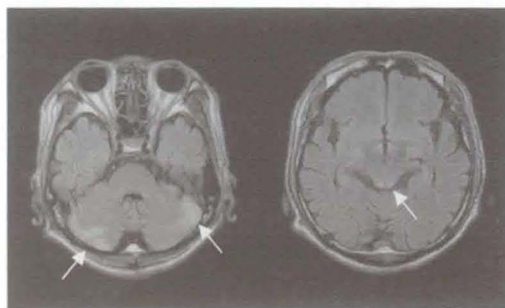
第15病日のMRI。小脳や中脳水道近傍に高信号を認めた。
